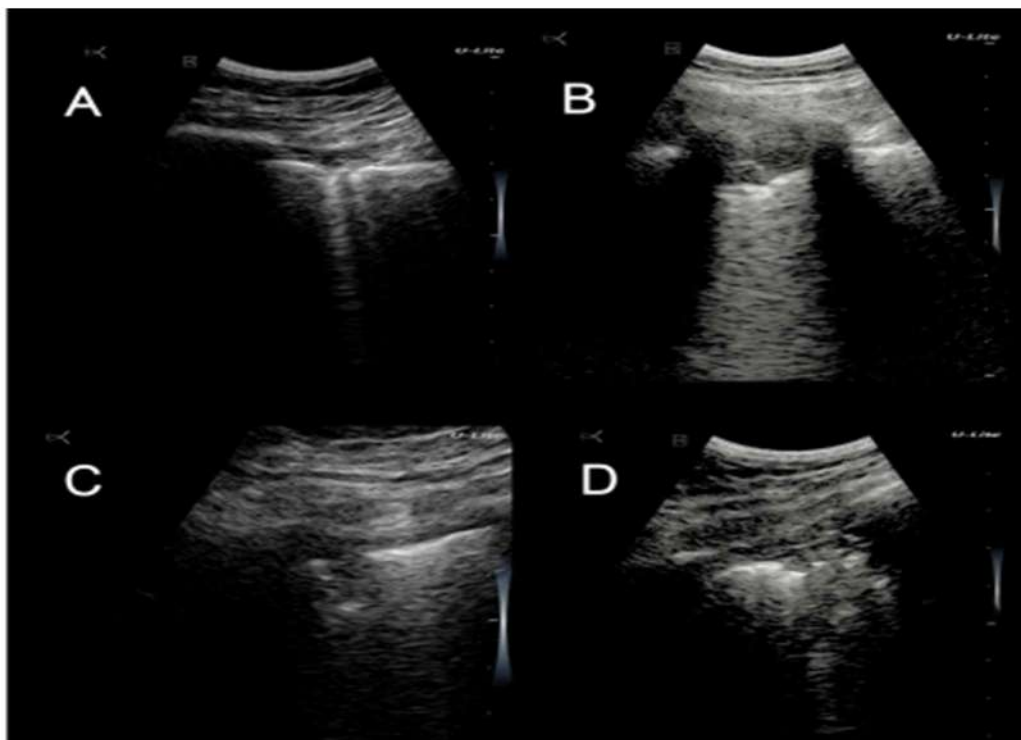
Les d'échographie thoraciques chez les patients COVID-19
